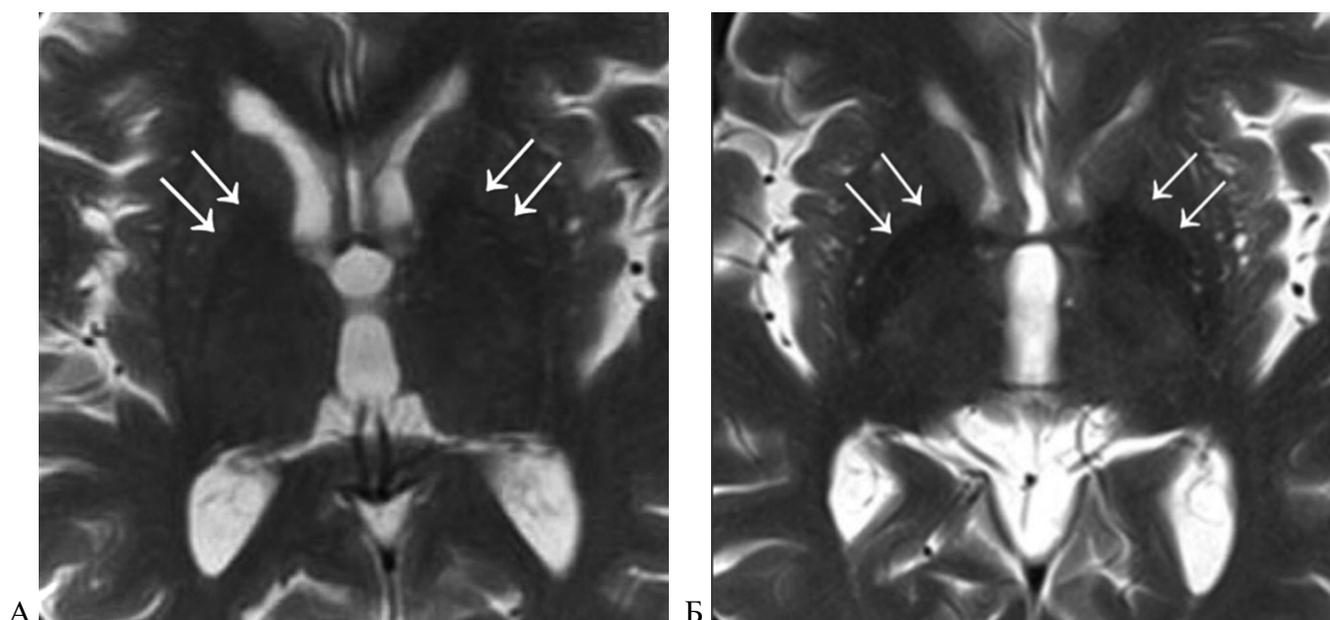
МРТ головного мозга: А — режим T1W (январь 2021 г.). Бледные шары без признаков снижения интенсивности МР-сигнала; Б — режим T2W (апрель 2022 г.). Снижение МР-сигнала от обоих бледных шаров
